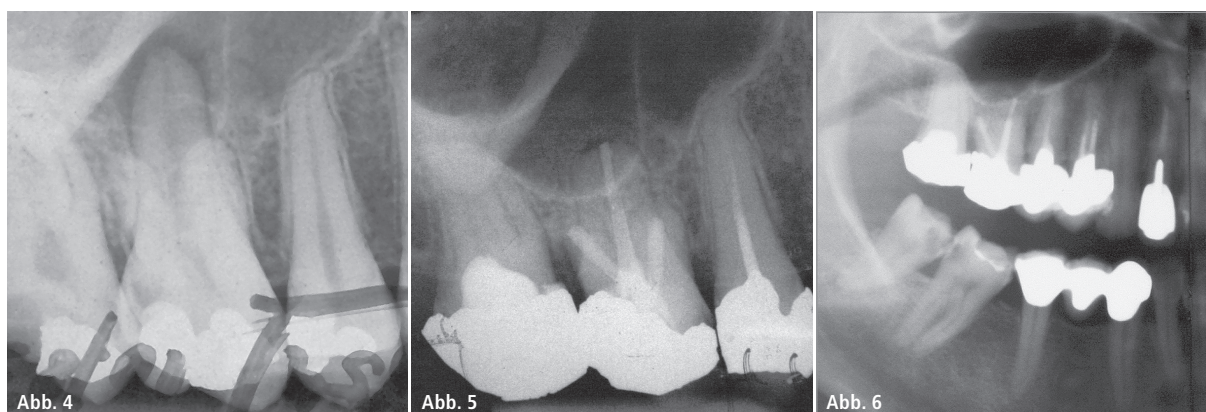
Zahn 16 am 4. November 1983: Apikale Parodontitis bei Parulis. Extraktion und WKB (N2-WF) des extrahierten Zahns 16 sowie die Reimplantation. – Abb. 5: Die Röntgenkontrolle am 28. April 1995. – Abb. 6: 11. August 2004: Die Röntgenkontrolle (OPG-Ausschnitt). 10. September 2007: Zahn 16 ist noch beschwerdefrei in situ (NB 28. August 1995; Zahn 17 N2-VitA).
